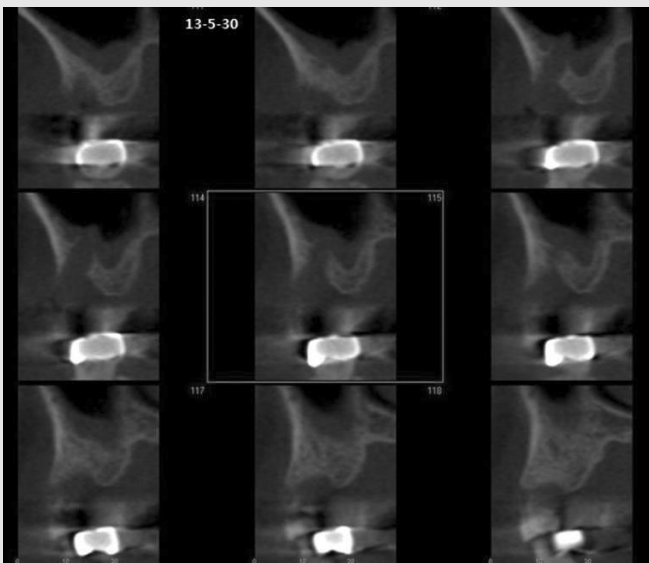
발치 후 CT소견으로 상악 우측 제1대구치는 내측벽 거리가 24mm, 고경은 4 mm를 보이며 천공부위가 보인다.
